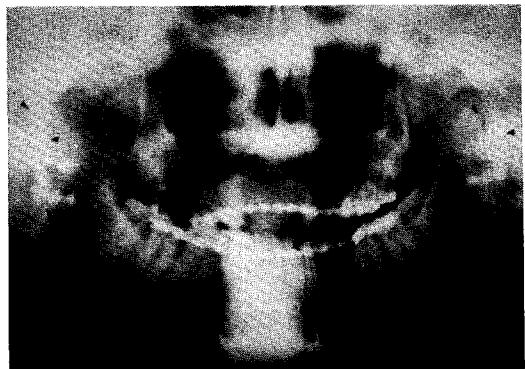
술전 Orthopantomogram, 하악골 정중부 하연의 골외형은 정상임을 보여주고 있다.
